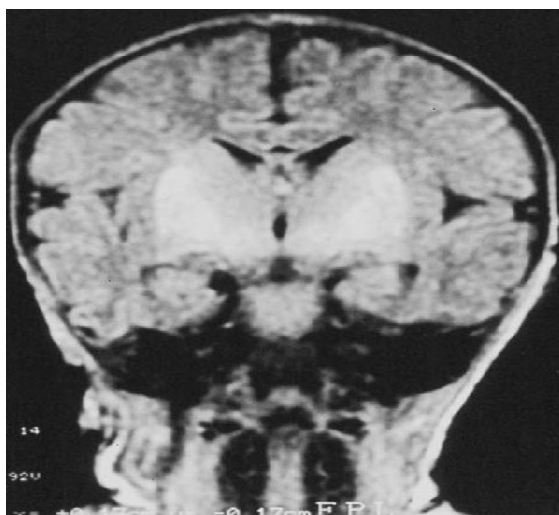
Imagerie par résonance magnétique (IRM) montrant une nécrose bilatérale des noyaux gris centraux chez un enfant ayant souffert d'une anoxie néonatale à terme et porteur d'une athétose [35]
